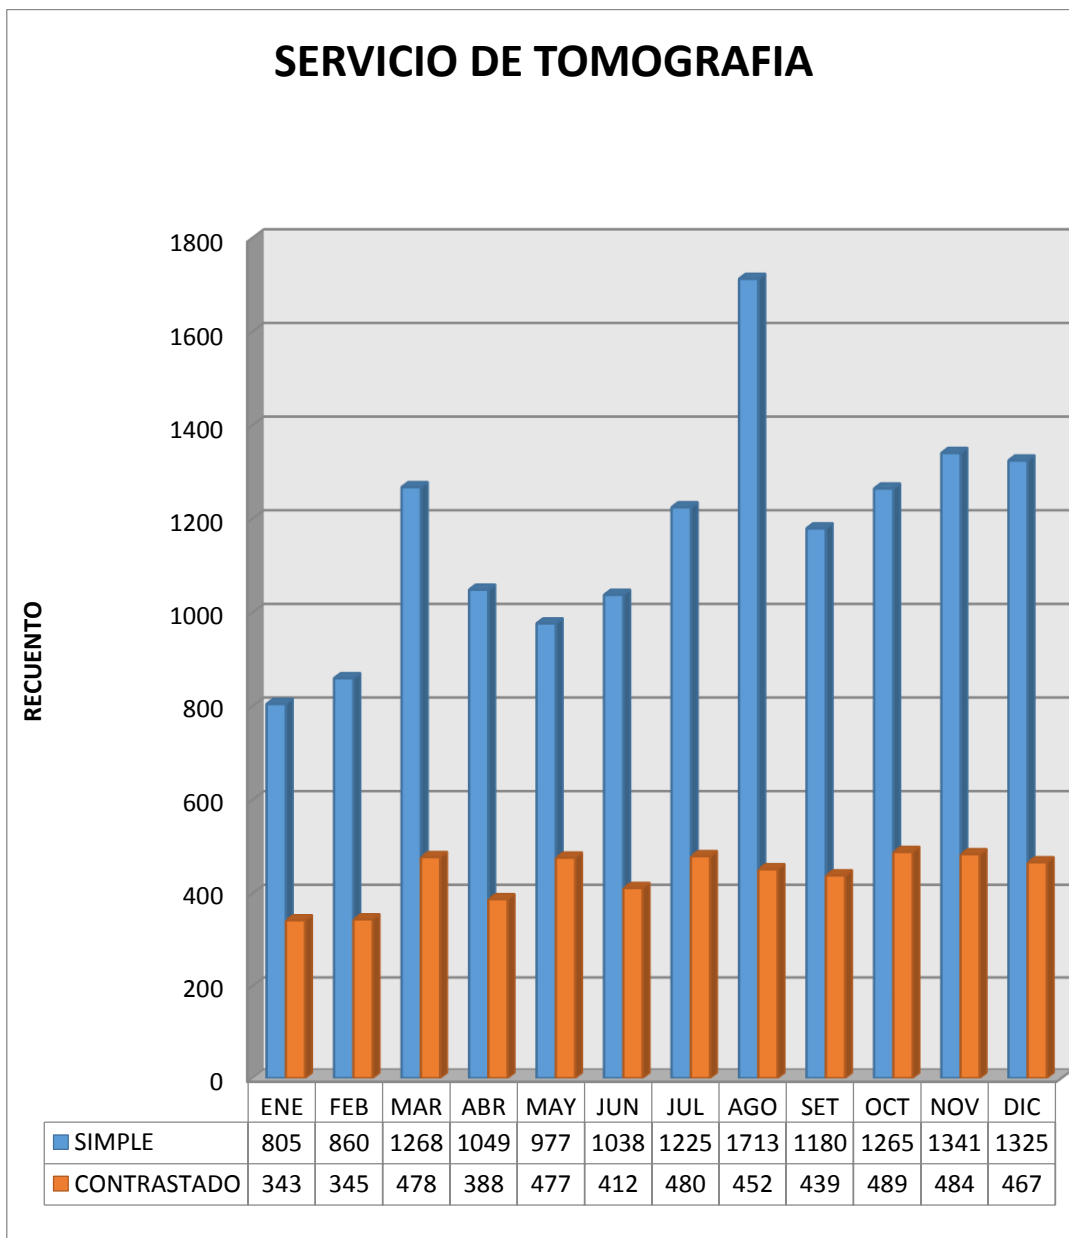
Total de atenciones en el servicio de Tomografía durante el año 2014.
